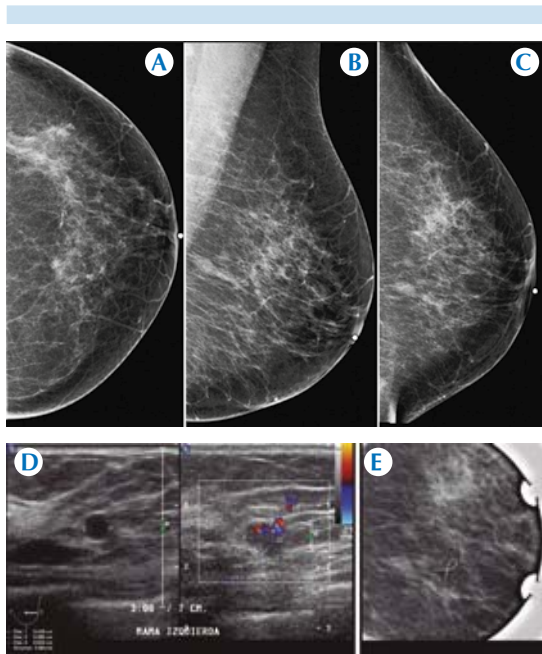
Paciente de 66 años referida de otra institución para biopsia percutánea guiada por ultrasonido de hallazgo en estudio de tamizado en mama izquierda descrito como BI-RADS-5. Mastografía de mama izquierda, proyecciones A) Craneocaudal, B) Mediolateral oblicua y C) Medio-lateral. En la unión de los cuadrantes externos se observa un nódulo situado a 7.2 cm del pezón, tercio posterior. Es oval, obscurcido, isodenso y se asocia con distorsión. D) Ultrasonido: nódulo sólido situado a las 3 horas a 7 cm del pezón. Es oval, paralelo, no circunscrito, muestra microlobulaciones en el contorno posterior, tiene vascularización mixta (intranodular y extranodular). E) Marcador radioopaco, proyección de 90° con compresión: corresponde al nódulo visto por mastografía. Se determinó BI-RADS-5. El reporte histopatológico fue carcinoma ductal *in situ* mixto (sólido y cribiforme) grado nuclear intermedio.
